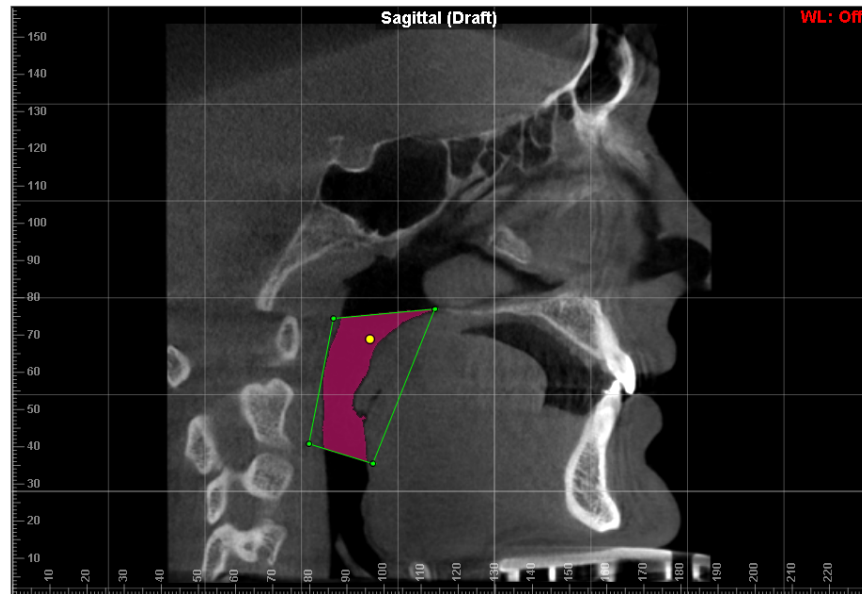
Three-dimensional image showing signs of swallowing during CBCT (tongue displaced posteriorly). This image has been excluded from the study
